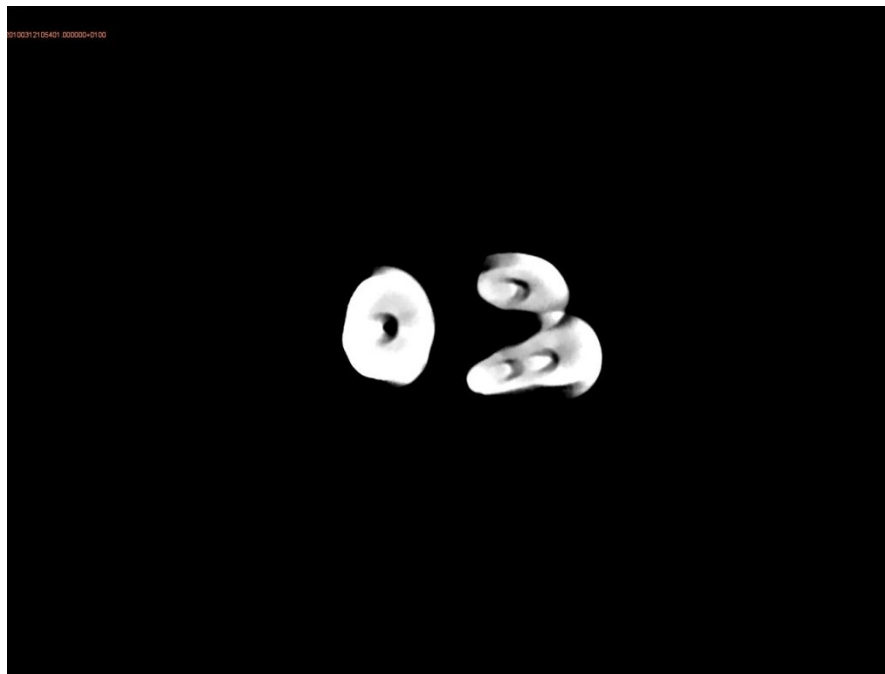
Micro-CT Bild. Quelle: Eigene Studie.
